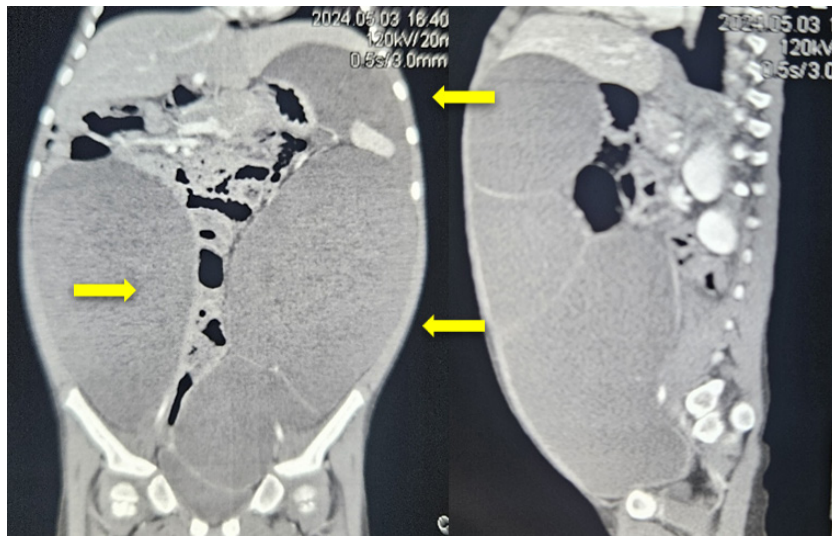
TAC de abdomen y pelvis con contraste intravenoso, donde se observa imágenes hipodensas homogéneas con densidad en rango de líquido compatible con lesiones quísticas abdominopélvicas (flechas) en el lado derecho de 16,2 x 10 x 20 cm. en el lado izquierdo con aspecto multiloculado de 10,5 x 10,4 x 21 cm y la tercera lesión quística se extiende hacia el espacio subfrénico izquierdo que mide 10,8 x 5,5 x 11,2 cm
